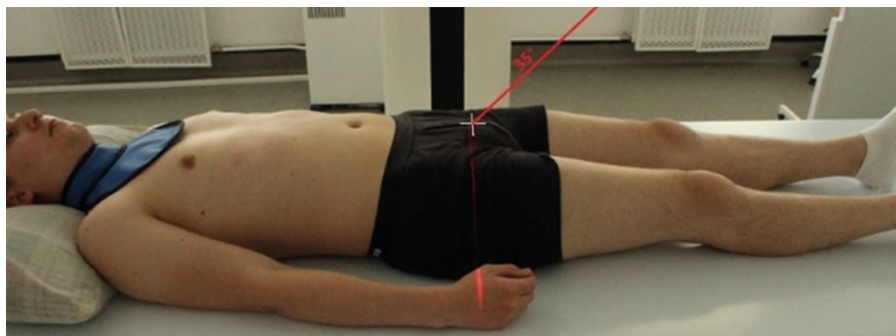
Рентгенография крестцово-подвздошных сочленений.
